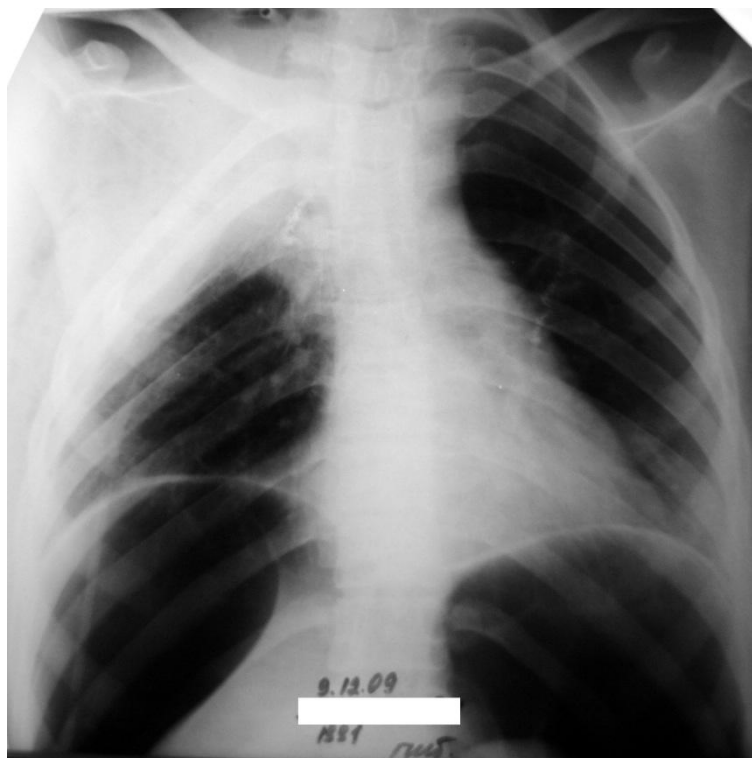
Обзорная рентгенограмма больной 3. в 1-е сутки после отсроченной торакопластики.
